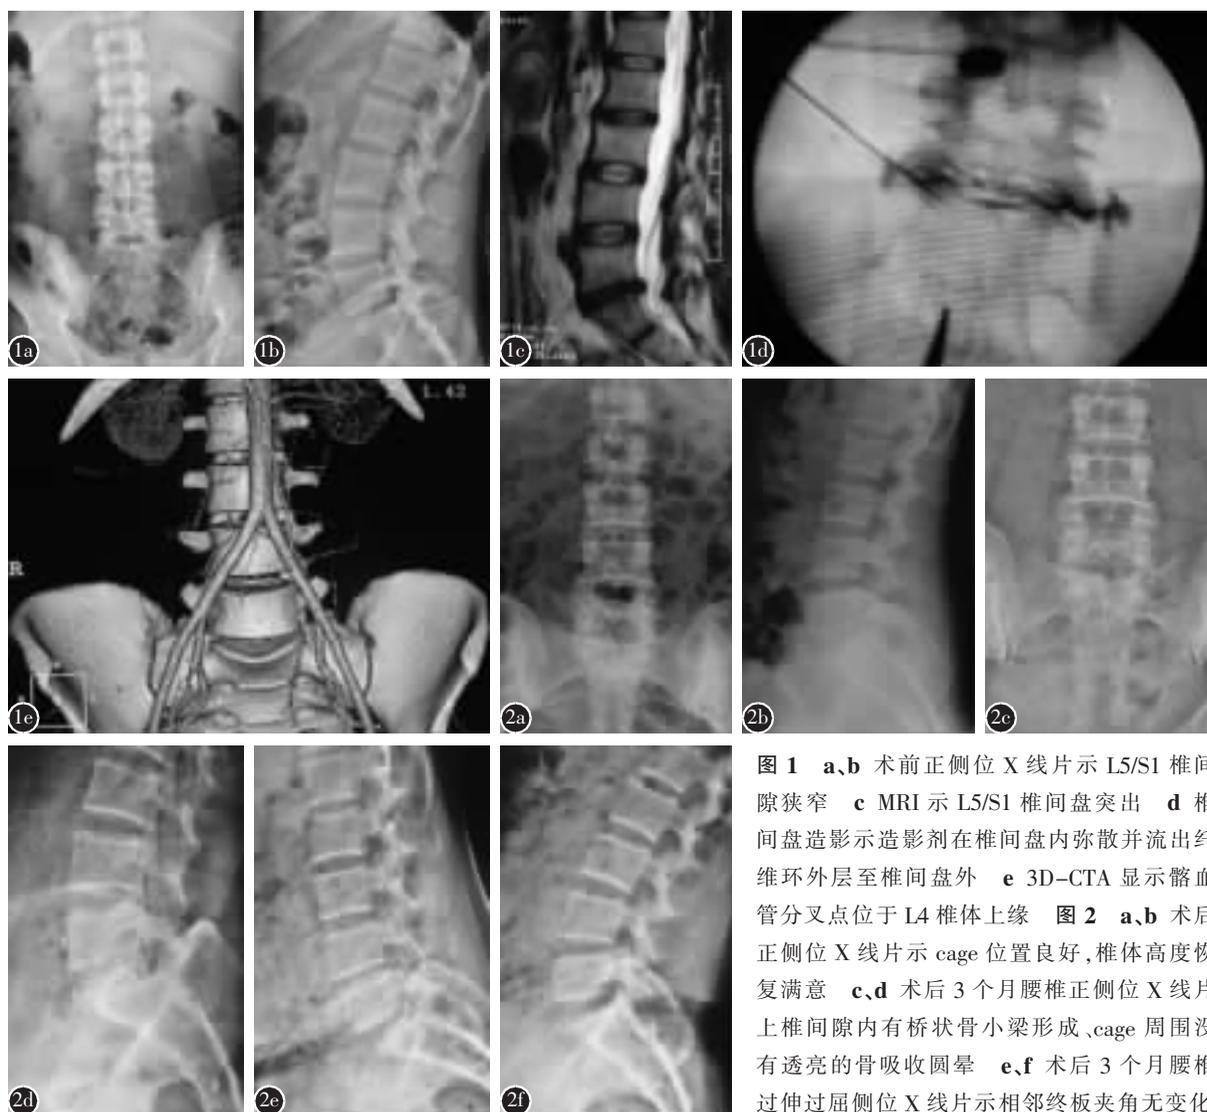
a、b 术前正侧位 X 线片示 L5/S1 椎间隙狭窄 c MRI 示 L5/S1 椎间盘突出 d 椎间盘造影示造影剂在椎间盘内弥散并流出纤维环外层至椎间盘外 e 3D-CTA 显示髂血管分叉点位于 L4 椎体上缘 图 2 a、b 术后正侧位 X 线片示 cage 位置良好, 椎体高度恢复满意 c、d 术后 3 个月腰椎正侧位 X 线片上椎间隙内有桥状骨小梁形成, cage 周围没有透亮的骨吸收圆晕 e、f 术后 3 个月腰椎过伸过屈侧位 X 线片示相邻终板夹角无变化
